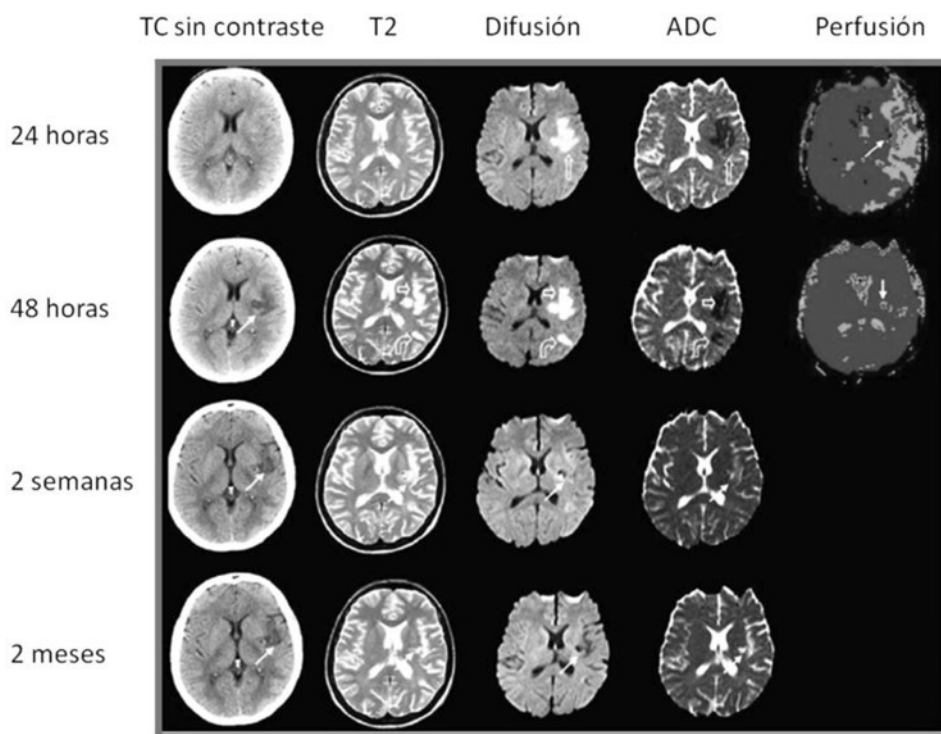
Evolución imagenológica del ACV en TC y RM/perfusión.
